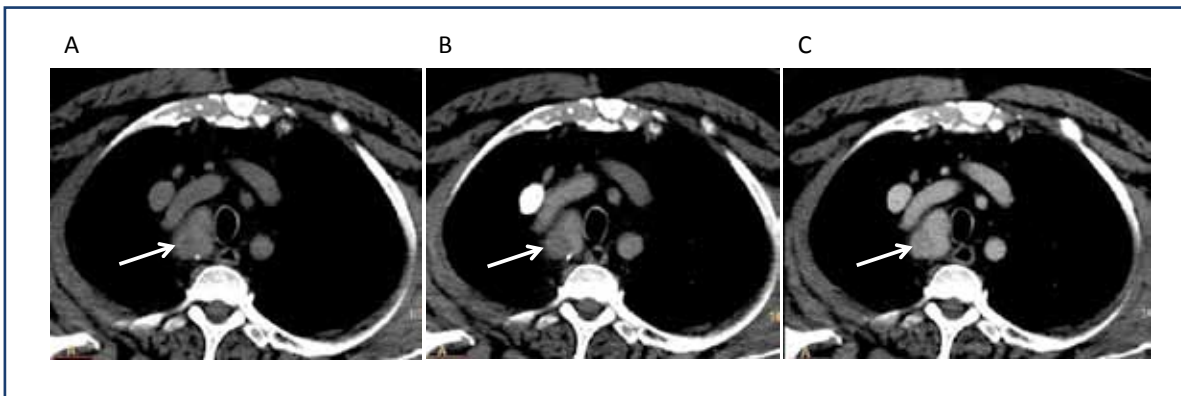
► CT-scanner médiastinal centré réalisé après le cathétérisme veineux chez le patient n°2.
